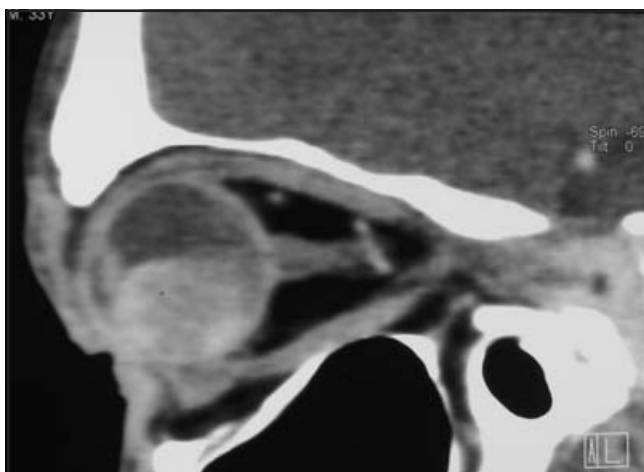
TAC lateral de cráneo simple en que se observa una lesión de masa hiperdensa de localización intraocular que aparentemente no extruía del globo ocular.
